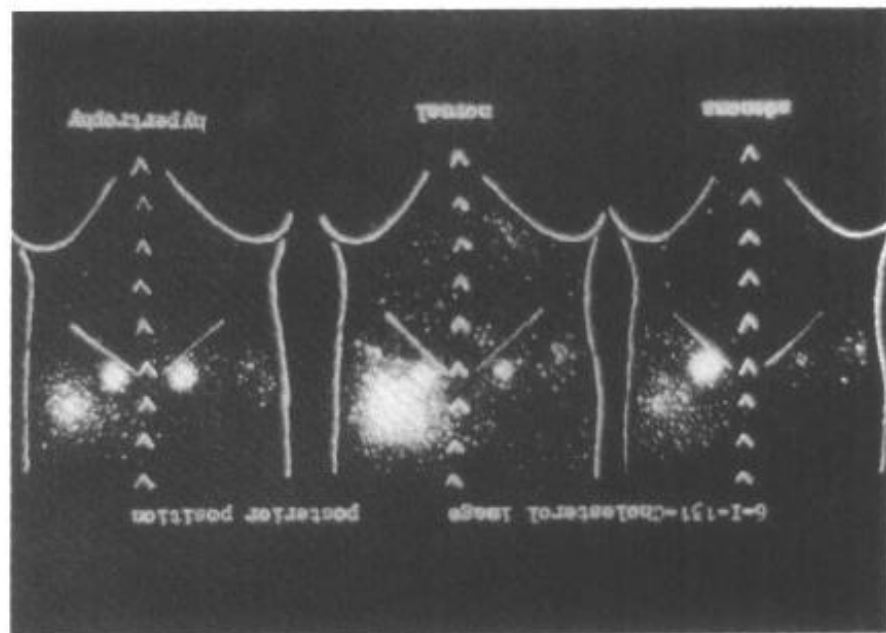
4—11 正常与异常肾上腺 SPECT 表现
